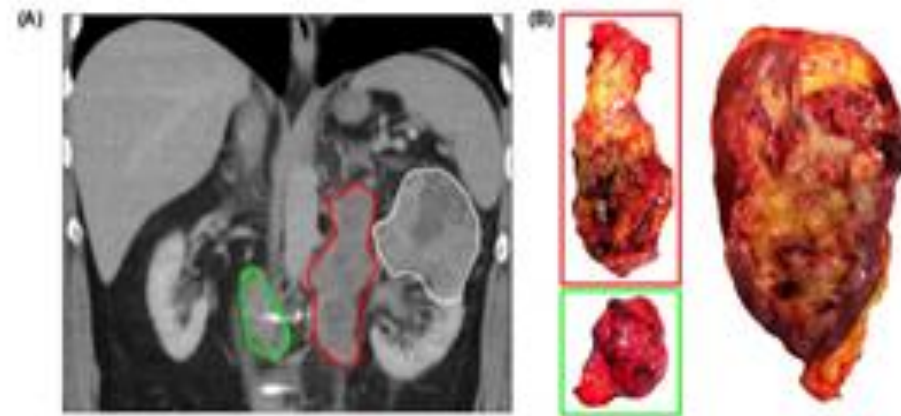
Coronal computed tomography images (A) and photographic images of tissue harvested at the time of surgery (B) of the primary tumour (white outline), aortocaval lymph nodes (red outline) and para-aortic lymph nodes (green outline)
